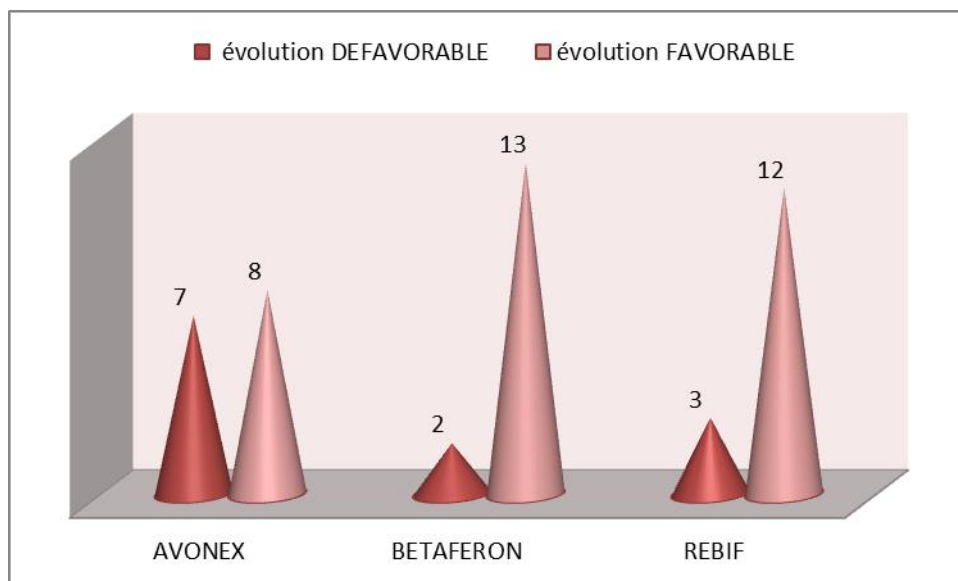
Répartition de l'évolution des lésions sur l'IRM selon le type de traitement
